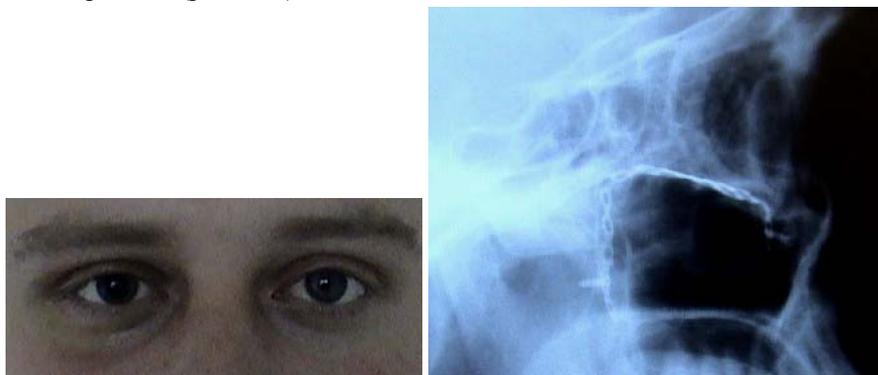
Внешний вид и рентгенограмма лицевого черепа в боковой проекции пациента X. после операции
